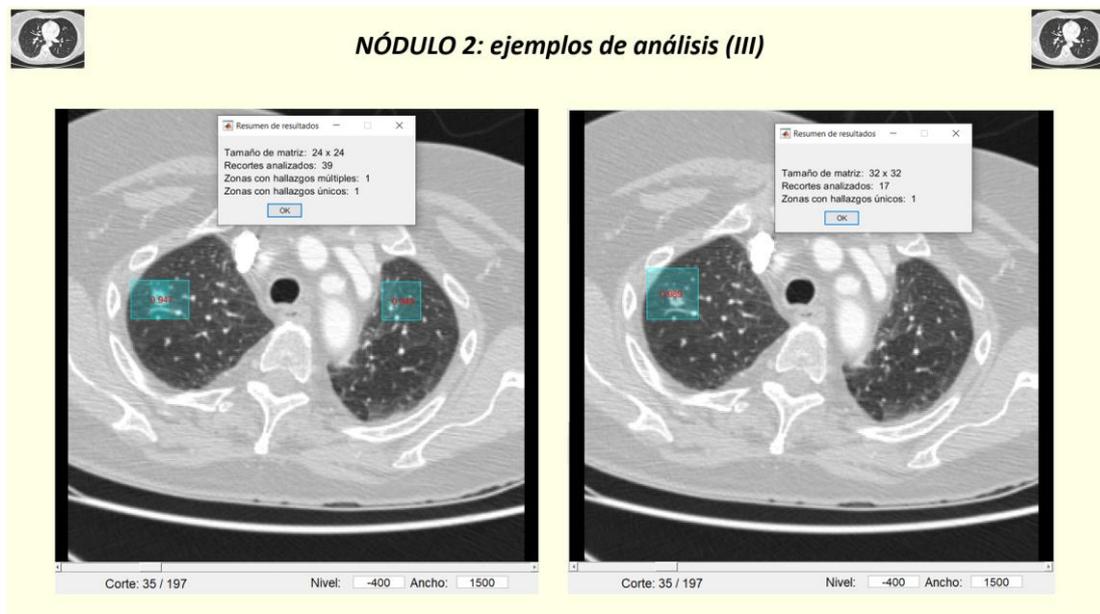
Casos TC de tórax. Caso 4: ejemplos de análisis del nódulo 2 (III)
